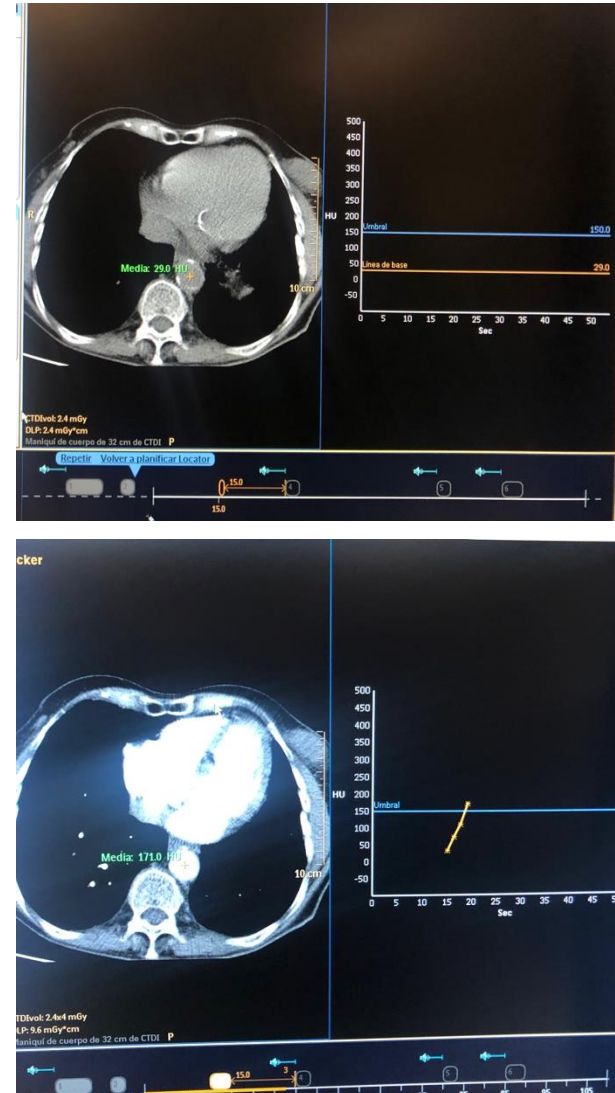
Angio-TC de 3 fases. Detalle colocación del ROI en aorta abdominal suprarrenal para adquisición de angio-TC en fase arterial.
